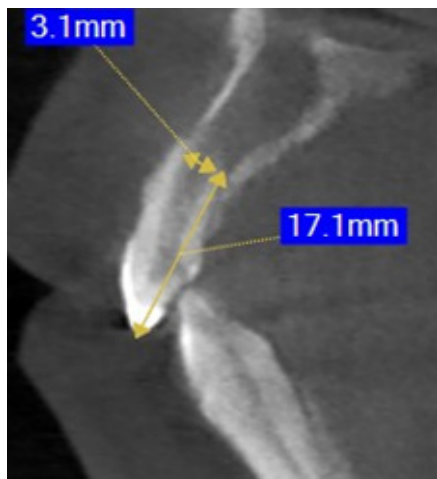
Tomografía Inicial.
